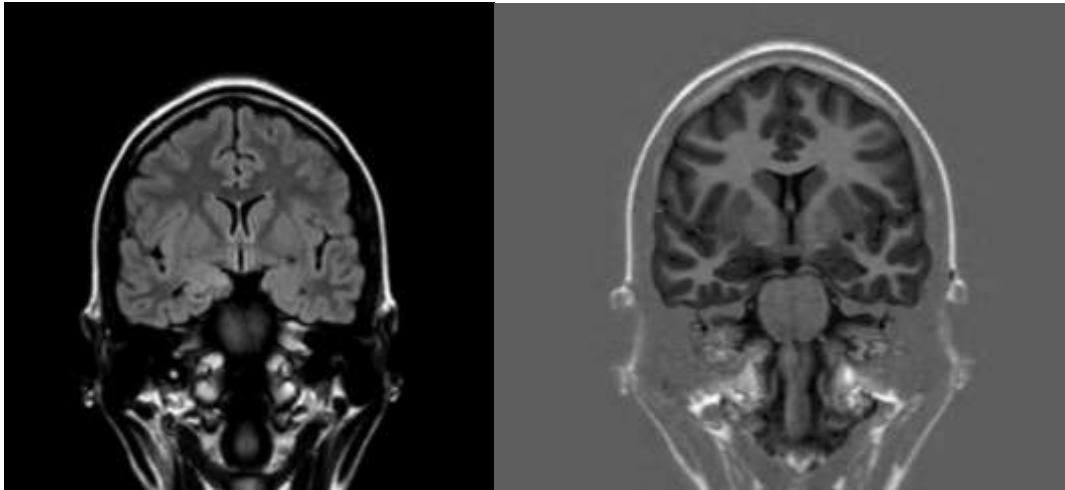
IRM cérébrale, coupes coronales séquence Flair (à gauche) et T1 (à droite). On visualise une lésion temporale interne droite semblant se développer au dépend de l'hippocampe et des cortex adjacents. Les caractéristiques iconographiques font évoquer en première hypothèse une DNET.
